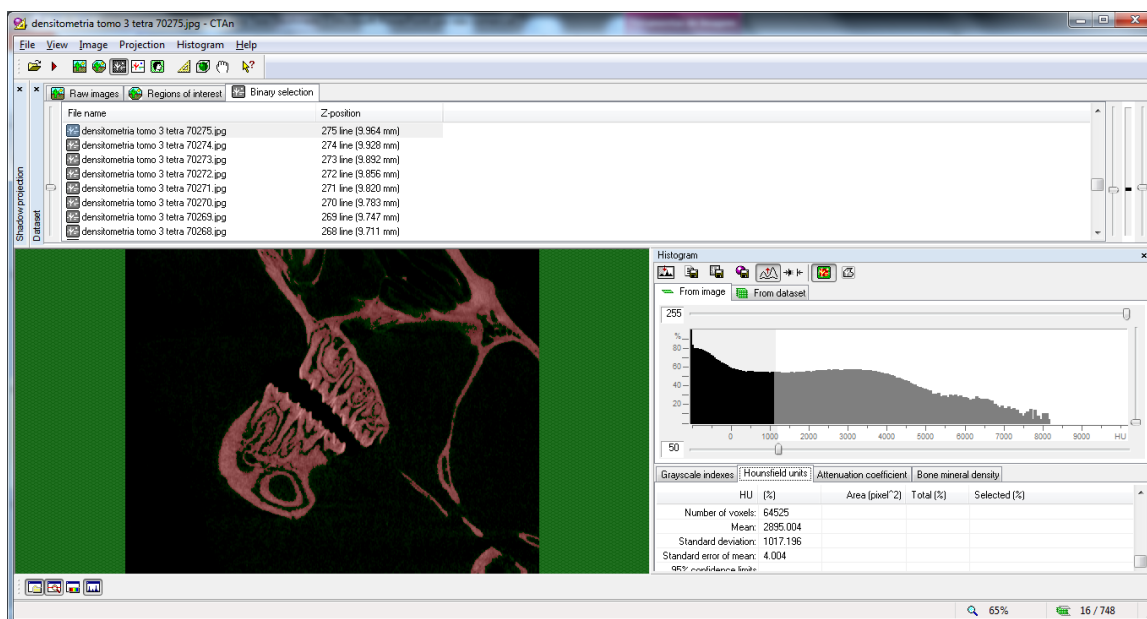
Mensuração da unidade Hounsfield pelo software CT-Analyser
